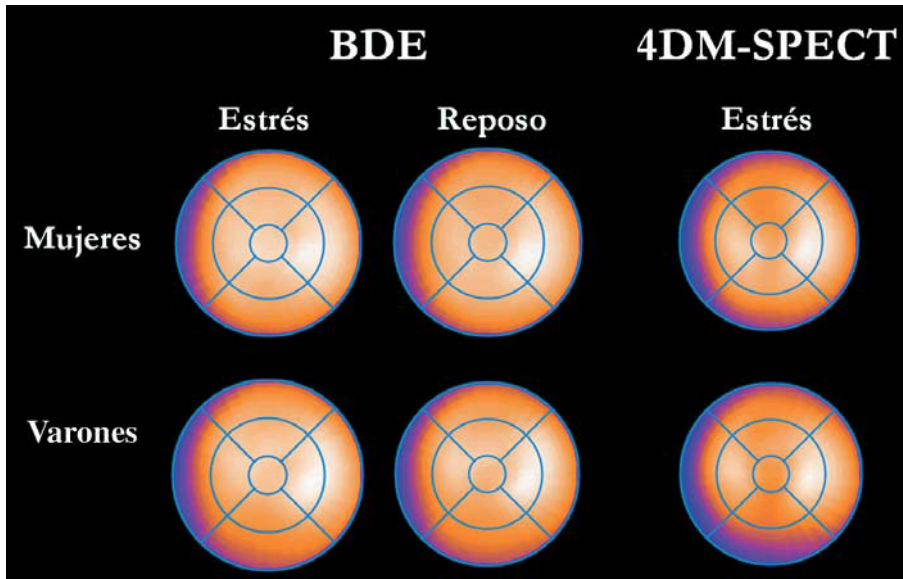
Mapas polares promedio representativos de la base de datos española (BDE) en estrés y reposo y de la 4DM-SPECT en estrés. En la base de datos de la 4DM-SPECT puede observarse una ligera hipocaptación anterior en las mujeres e inferior en los varones.
